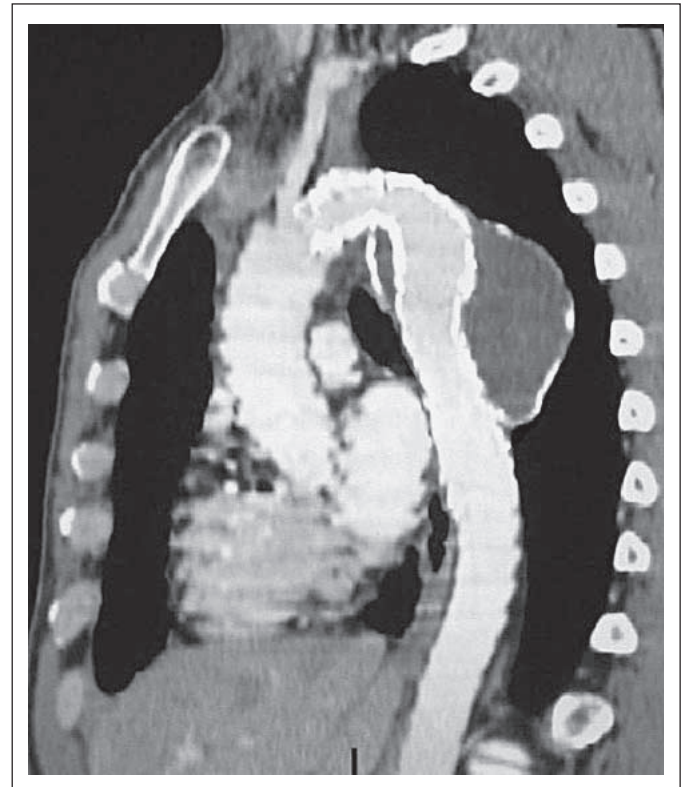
Die CT-Rekonstruktion zeigt den erfolgreichen Ausschluss eines sakkulären Aneurysmas der Aorta descendens vom Blutstrom.
